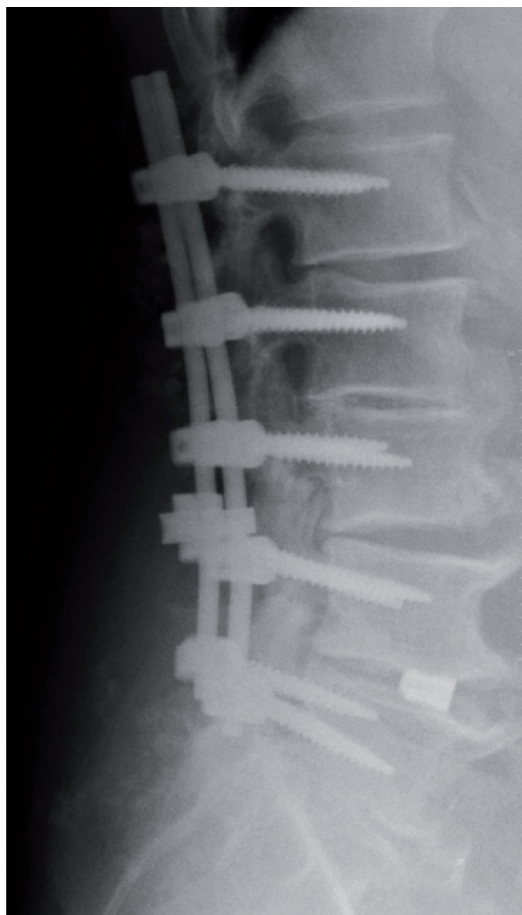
Primary X-Rays after primary surgery.
